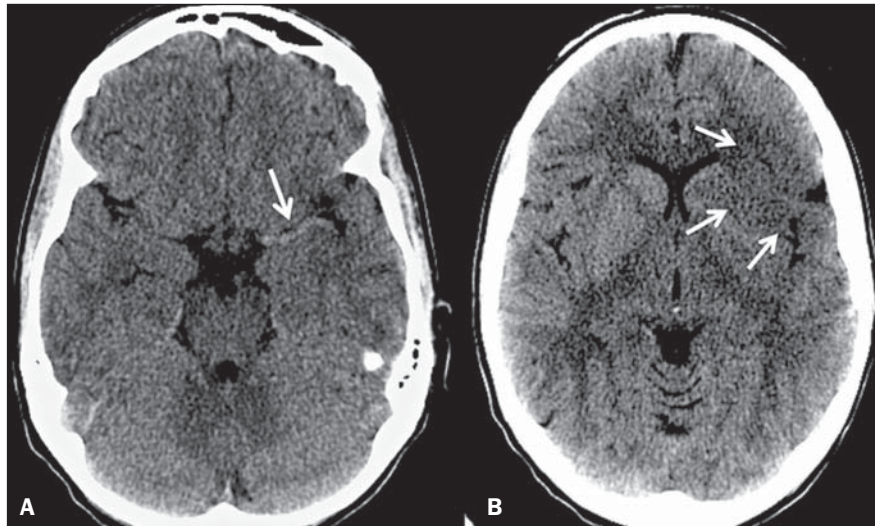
Imagens de TC no plano axial sem contraste de uma paciente de 24 anos de idade com história de abuso de cocaína. Em A, observa-se aumento na densidade no segmento M1 da artéria cerebral média esquerda devido a trombose (seta). Tal achado é um dos sinais precoces de infarto cerebral. Em B, nota-se hipodensidade com perda da diferenciação entre substância branca e cinzenta nas regiões insular, opercular e gânglios da base (setas), caracterizando infarto agudo.
